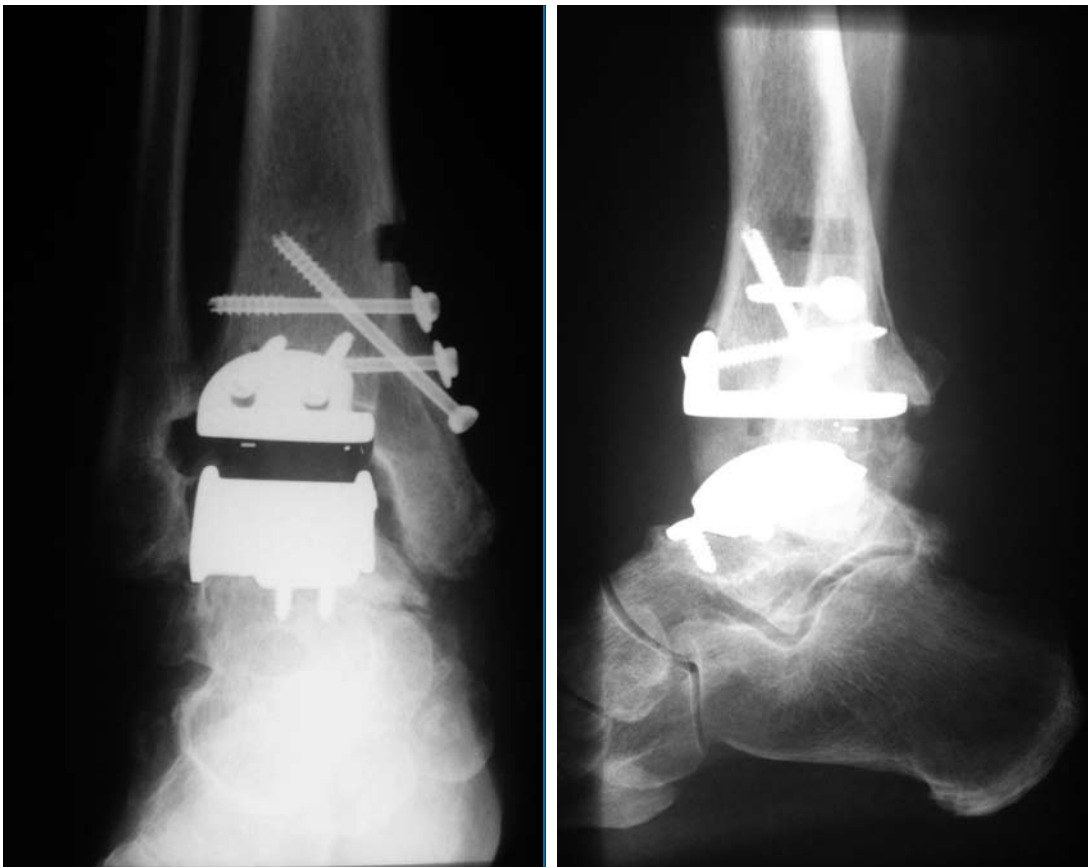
Postoperative Röntgenbilder nach Slidingosteotomie des Innenknöchels mit Neutralstellung des Talus (A; B).
